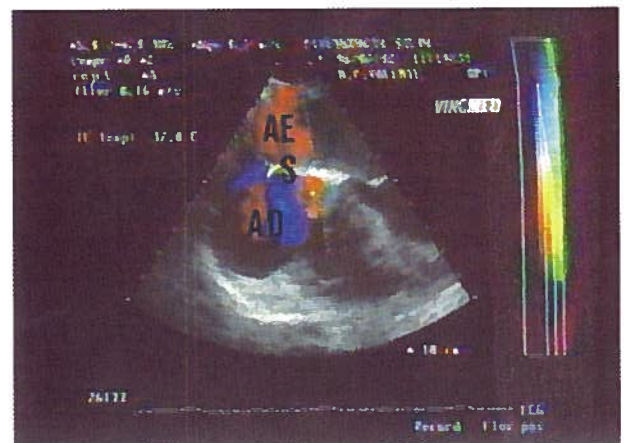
Ecocardiograma Transesofágico com Doppler codificado a cor
